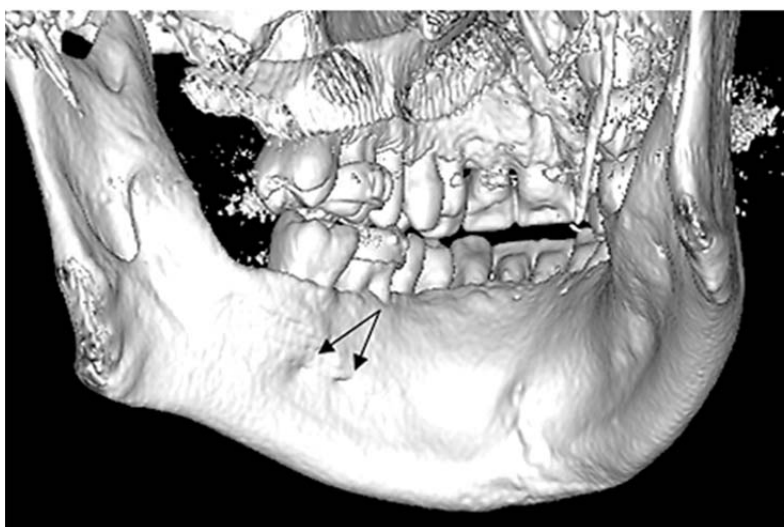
Комп'ютерна томограма нижньої та верхніх з 3- D реконструкцією. Кісткові отвори на внутрішній поверхні нижньої щелепи в проекції верхівок коренів зубів жувальної групи (показано стрілками)
